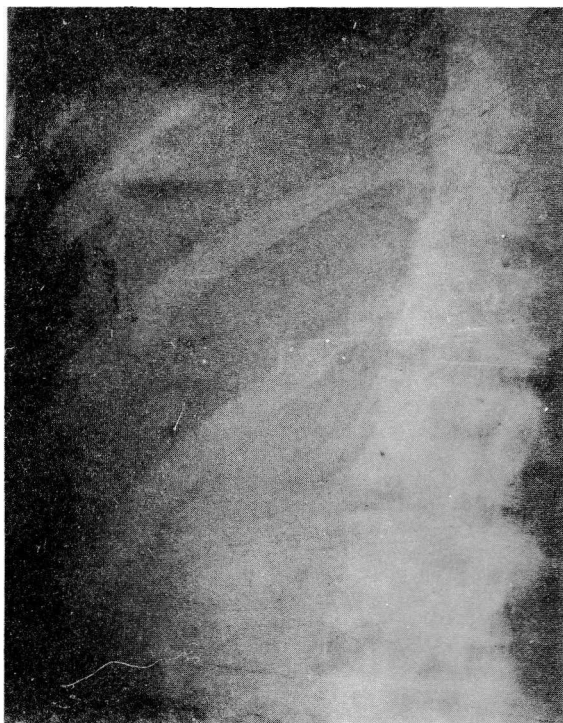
Radiografía simple de hipocondrio derecho que demuestra una colección hidroaérea intrahepática (posición de pie). (Caso 1).
